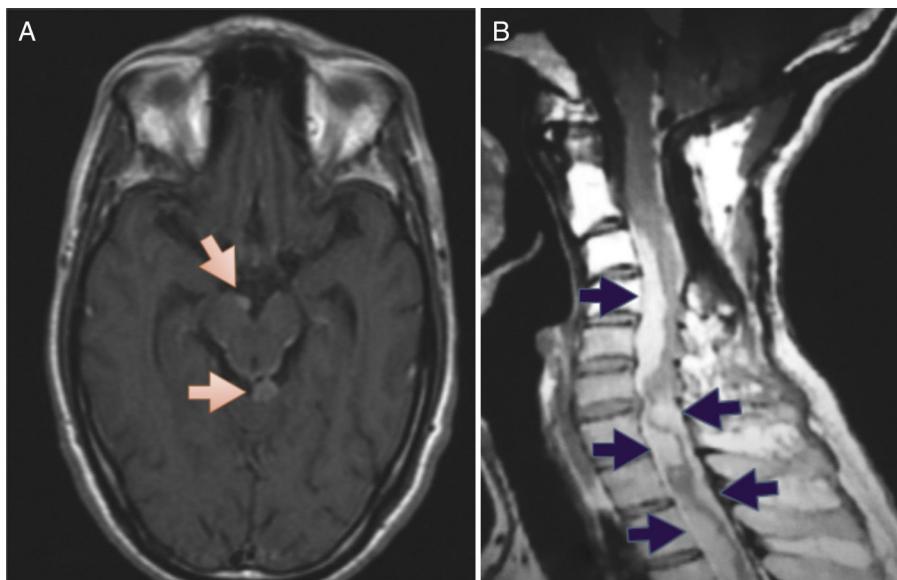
A) Resonancia magnética de cráneo, corte axial, secuencia T1 con gadolinio, en la que se observa lesión nodular (señalada con flechas) en cisterna interpeduncular y cisterna cuadrigémina, con reforzamiento de aracnoides alrededor del mesencéfalo. B) Resonancia magnética de columna cervical, corte sagital, secuencia T1 con gadolinio, en la que se observan lesiones perimedulares (señaladas con flechas) que refuerzan con contraste, irregulares, que generan compresión medular en su cara ventral y dorsal.
